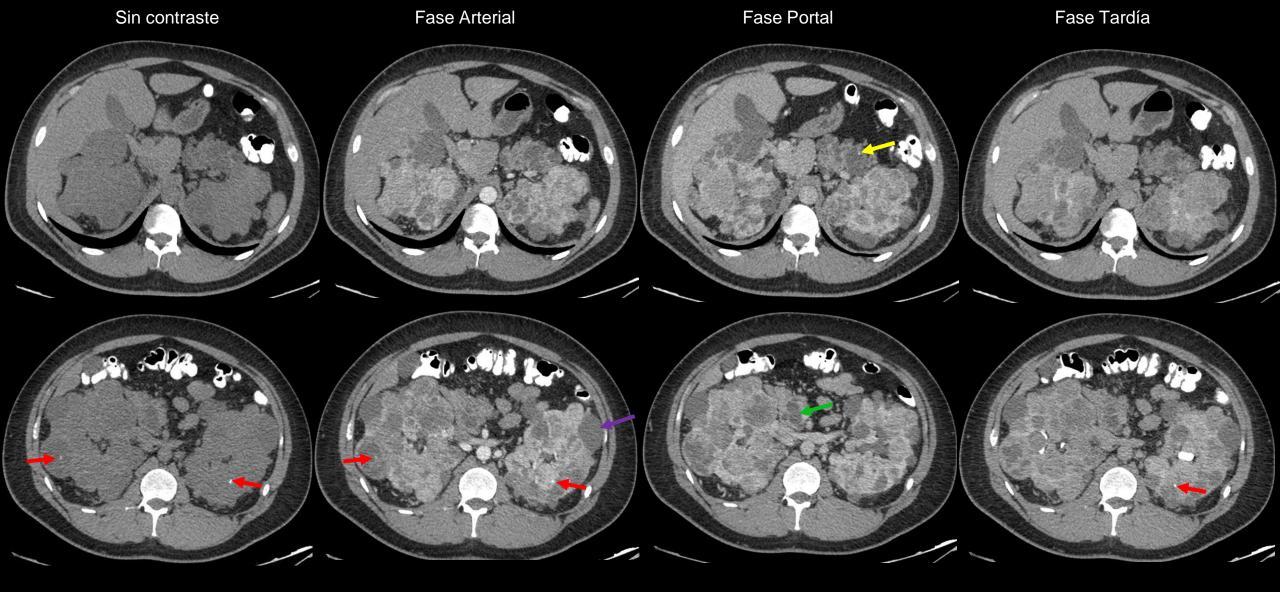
Tomografía computada de abdomen con contraste EV (axial)
